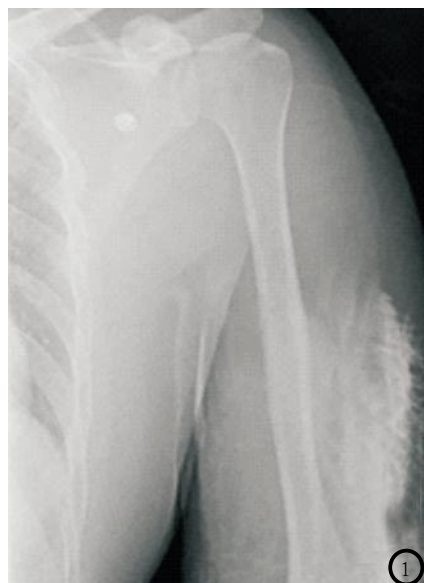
MSCT增强扫描后,患者自述肘部疼痛,平片显示造影剂外渗。
